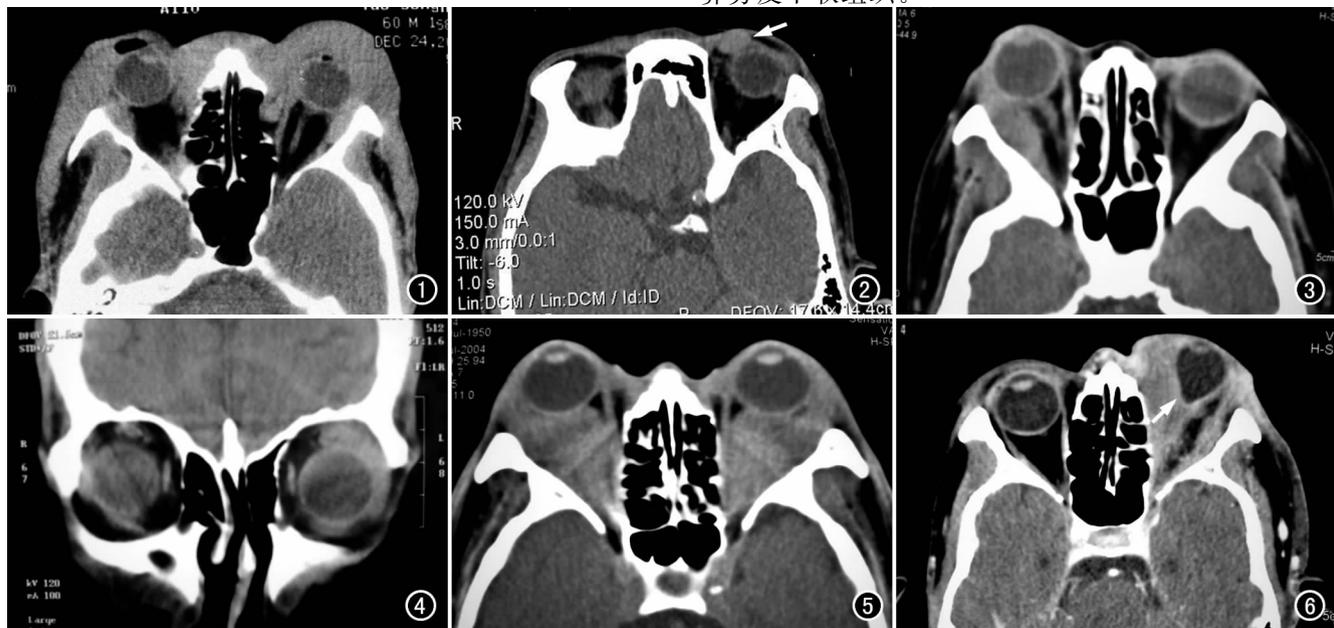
眼睑、结膜OAL。CT平扫示双侧眼睑皮下、结膜弥漫性软组织增厚,边界不清,同时侵犯双侧鼻旁、颧面部和眶内。
